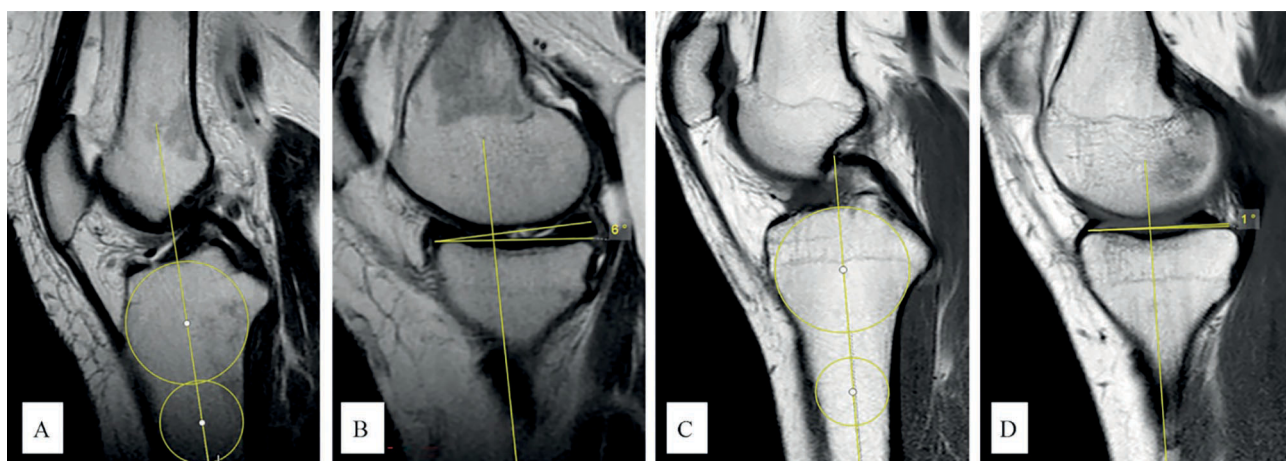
МРТ-сканы коленных суставов в сагиттальной плоскости в режиме T1:
